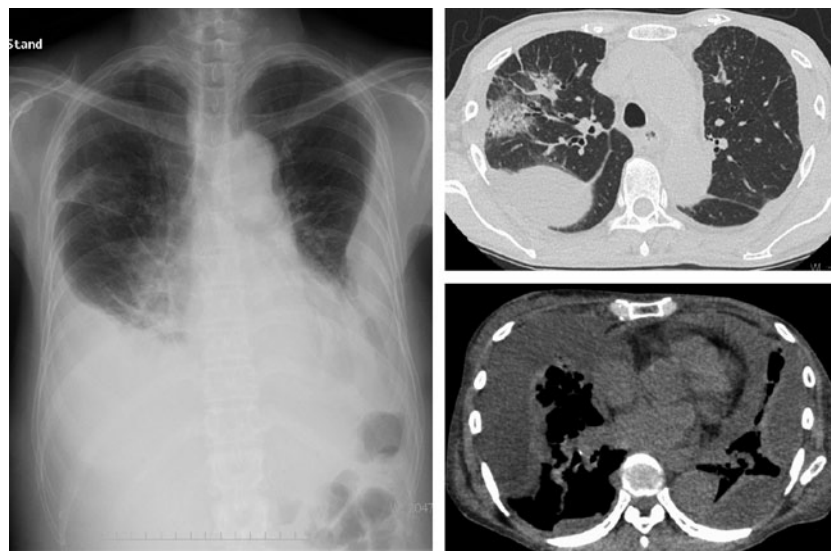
入院時の胸部単純X線写真(左)と胸部CT(右). 右肺上葉の浸潤影と両側に多房化した胸水, 心嚢水貯留を認めた.
